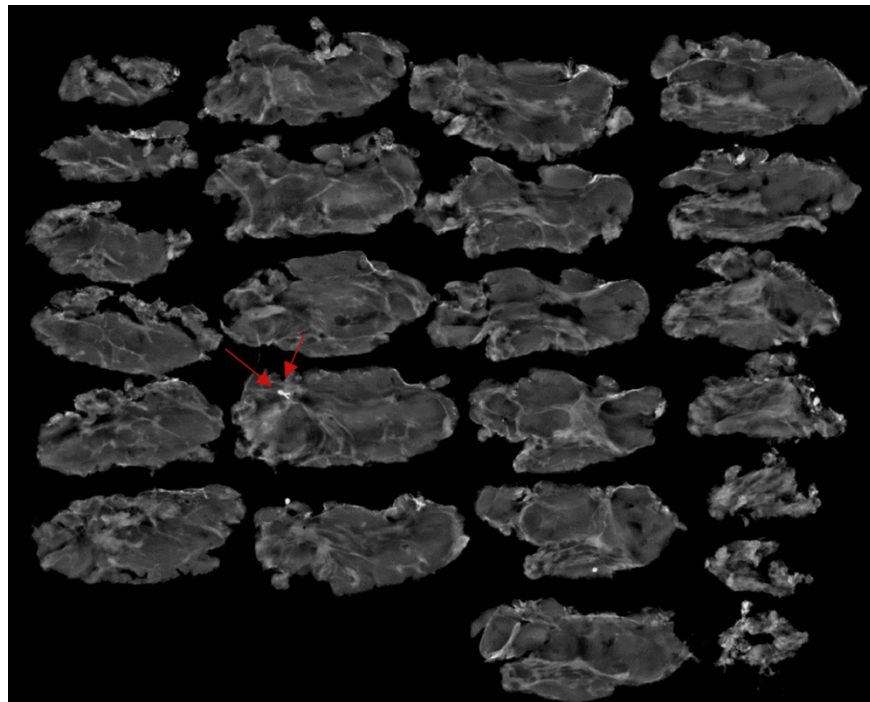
Визуализация срезов удаленного секторального образца (отмечена рентгеноконтрастная метка в опухолевом ложе в одном из срезов, установленная перед НСТ).
